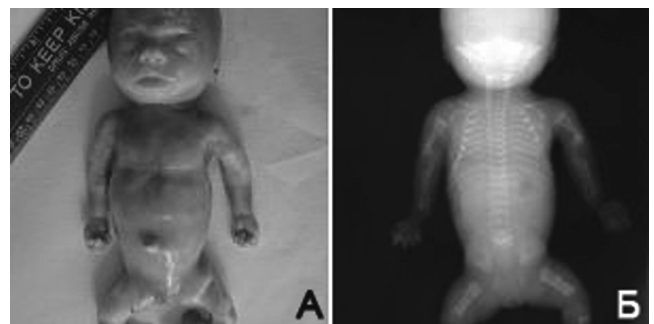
Внешний вид (А) и рентгенограмма (Б) плода с НОГ 2 типа (описание в тексте)
